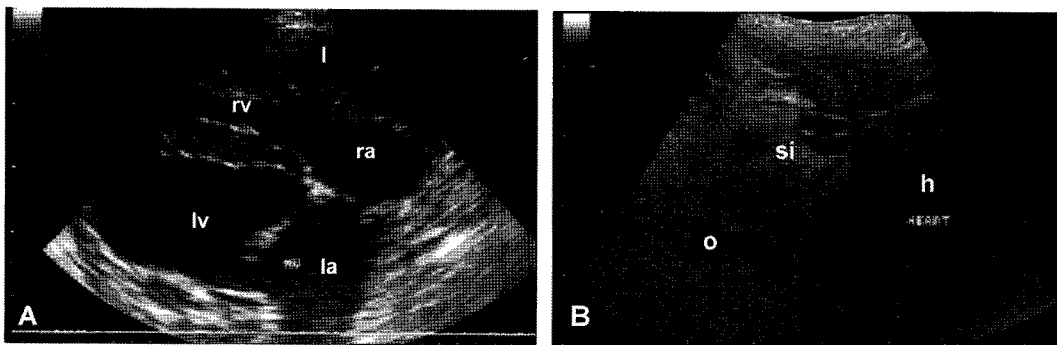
Echocardiographic imaging of case 1. The liver (l) between the heart and right thoracic wall and small intestine and omentum next to the heart (h) were observed within the pericardial sac. There was no pericardial and pleural effusion.
